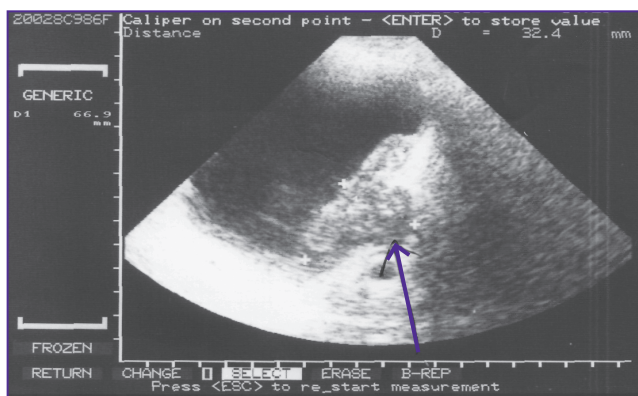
Данные УЗИ: стрелкой указана зона прорастания опухоли стенки мочевого пузыря
